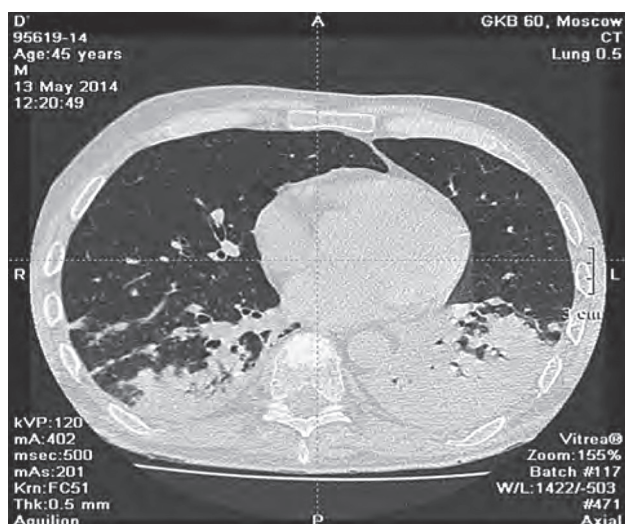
Признаки двусторонней организуемой пневмонии у пациента с язвенным колитом. Компьютерная томография
